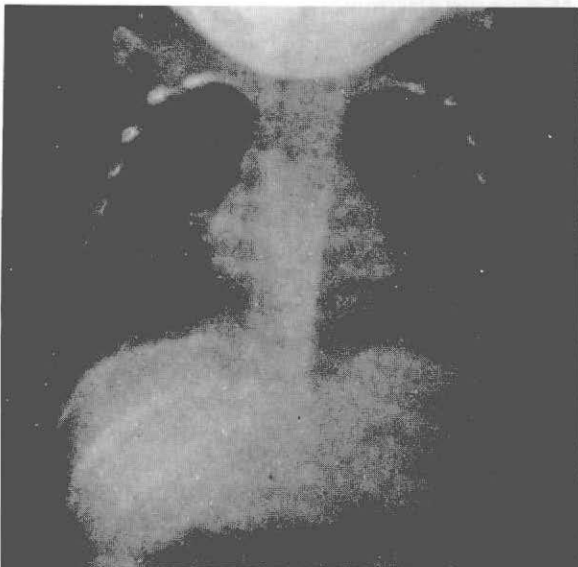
a y b: Aspecto radiológico de los pulmones en dos momentos diferentes en la evolución de la enfermedad, para ejemplificar la variación en el compromiso anatómico. Entre una y otra radiografías hay 12 días de diferencia.
